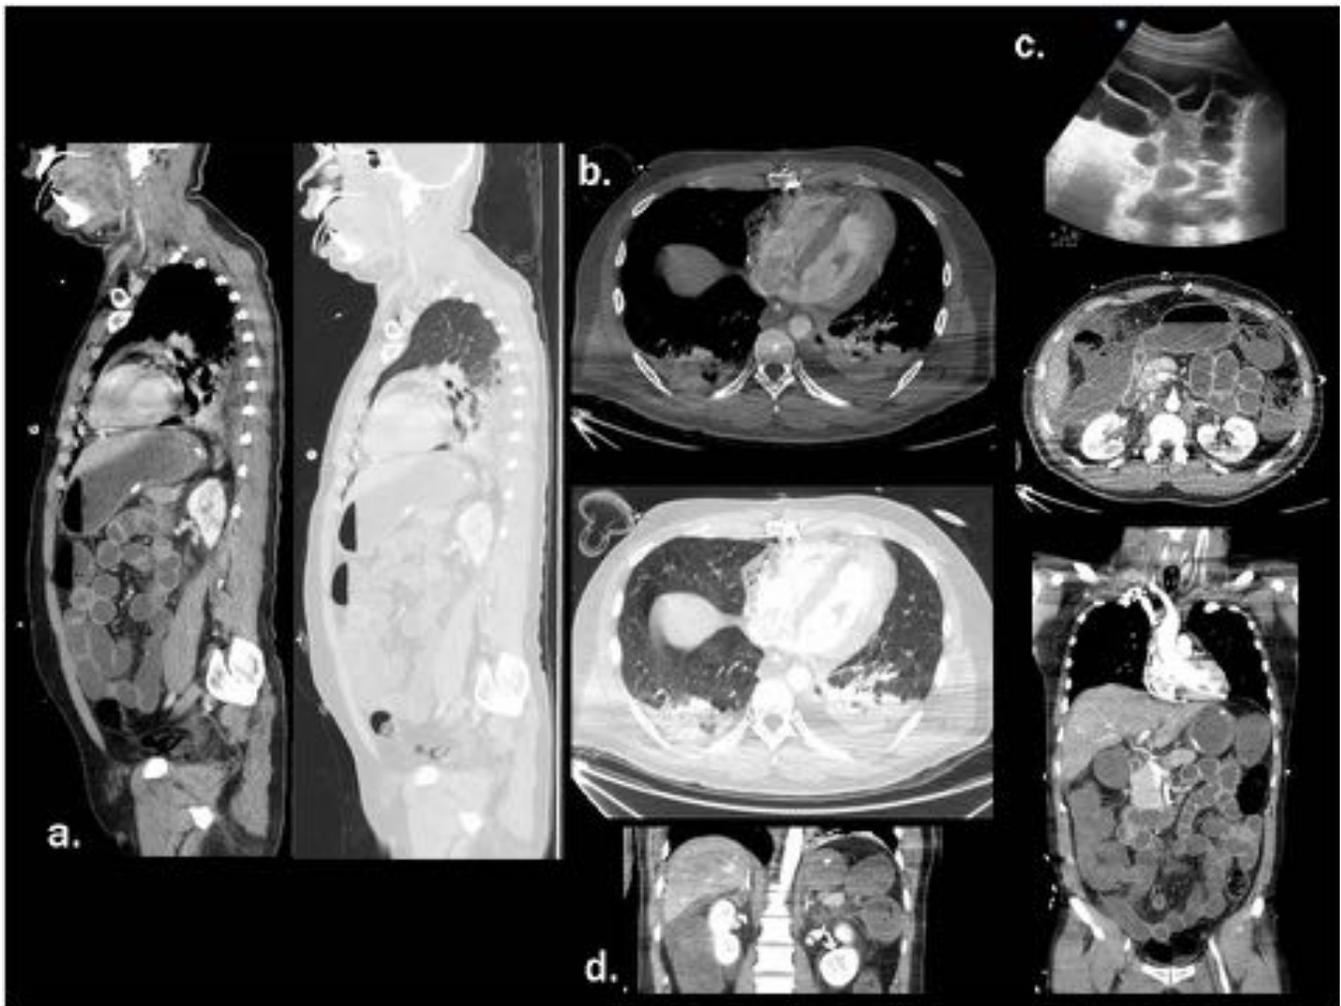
Lesión cardiaca a. Cambios postquirúrgicos tras esternotomía media urgente en paciente con apuñalamiento cardiaco afectando a ventrículo derecho. b. Cortes axiales: cambios postquirúrgicos con hemotórax bilateral. c. Cambios de colitis isquémica por bajo gasto (ecografía y TC). d. Glándulas suprarrenales hiperdensas como signo de shock.
